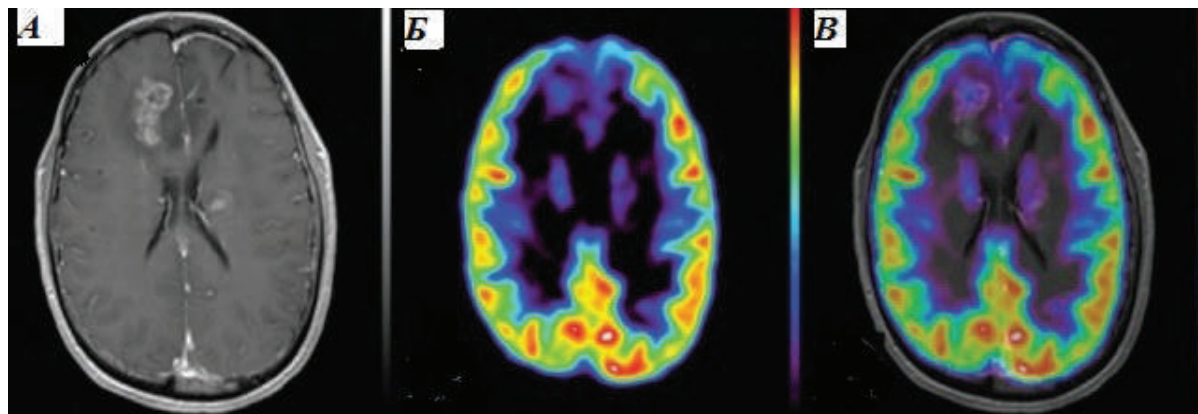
Больная К. . 56 лет . ПЭТ – исследование головного мозга. Олигодендроглиома.
